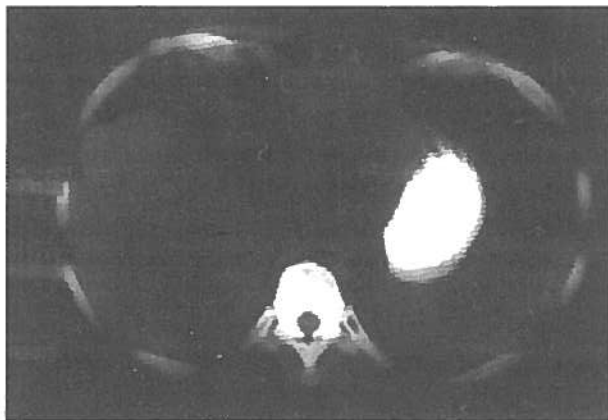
TC sem contraste: coleção hemática peri-hepática esquerda e ascite peri-esplênica de baixa densidade.
